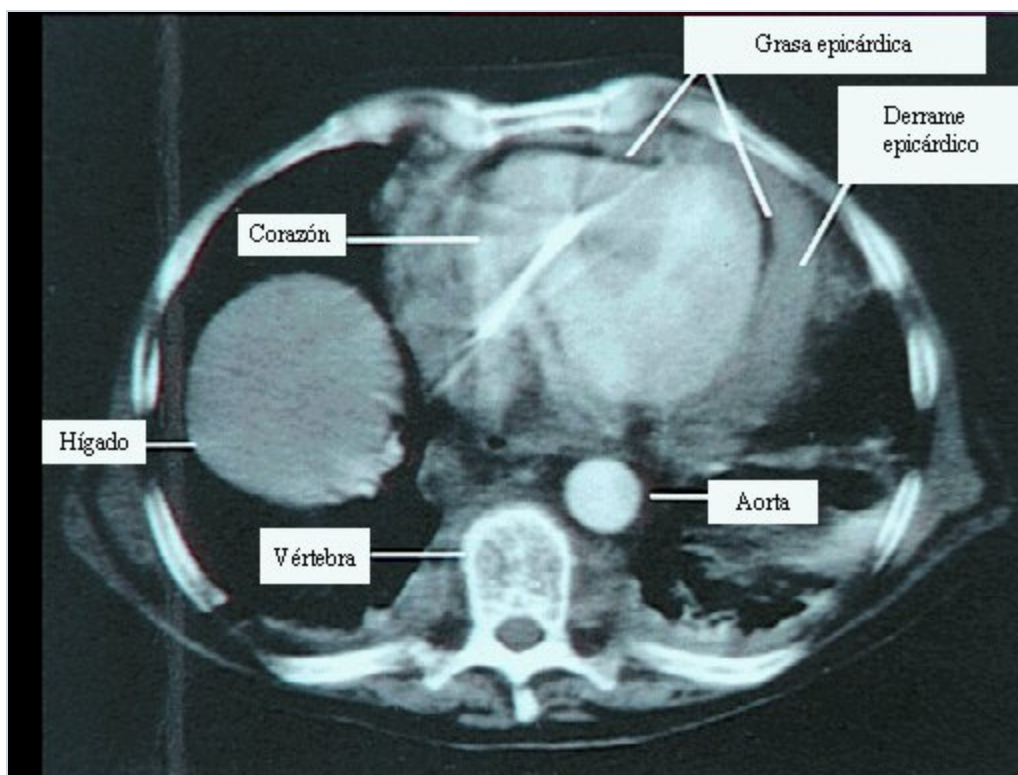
Derrame pericárdico: TC En la TC de tórax de un paciente con derrame pericárdico el líquido pericárdico tiene menor densidad que el corazón y está separado del miocardio por la grasa epicárdica en algunas áreas.
